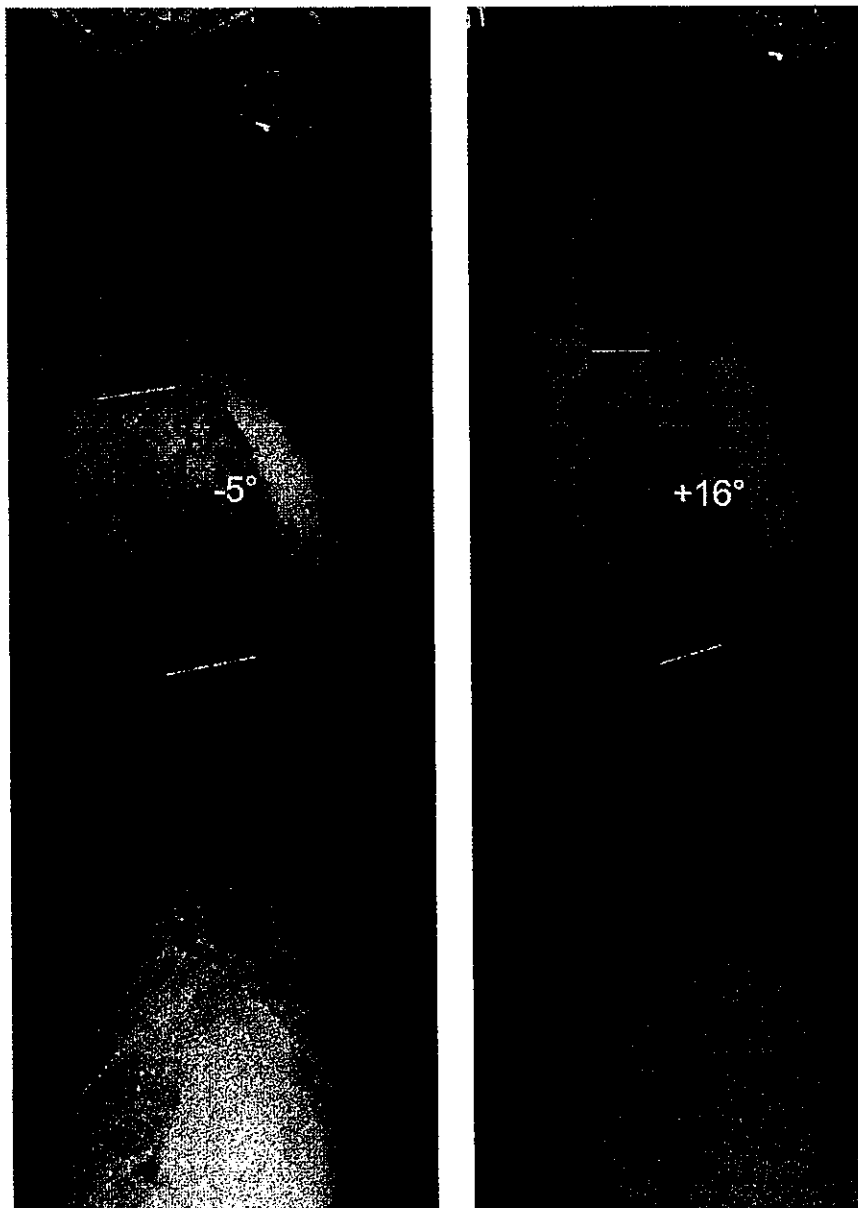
Preoperative and 3-year follow up lateral radiograph of a same patient with Fig. 1. Thoracic kyphosis was improved from  $-5$  to  $+16^\circ$  after surgery.
